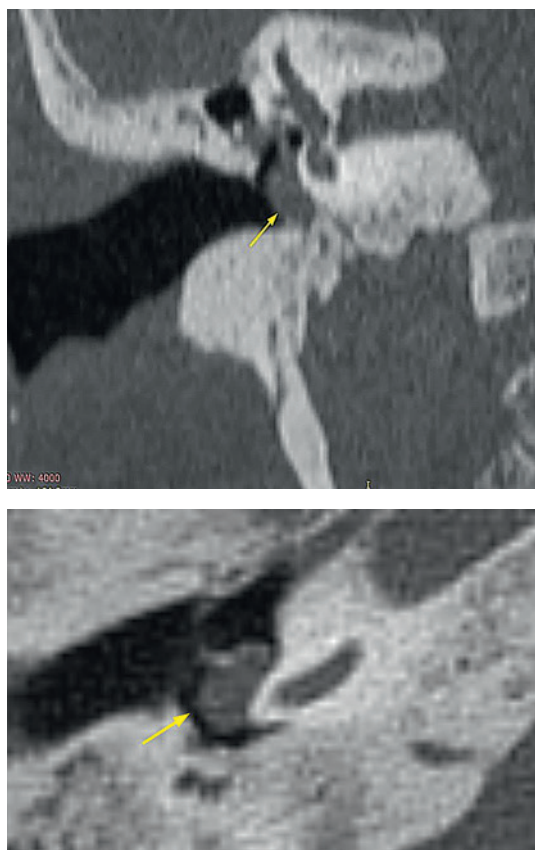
А, В. МСКТ височных костей и шеи, где диагностировано образование среднего уха справа
